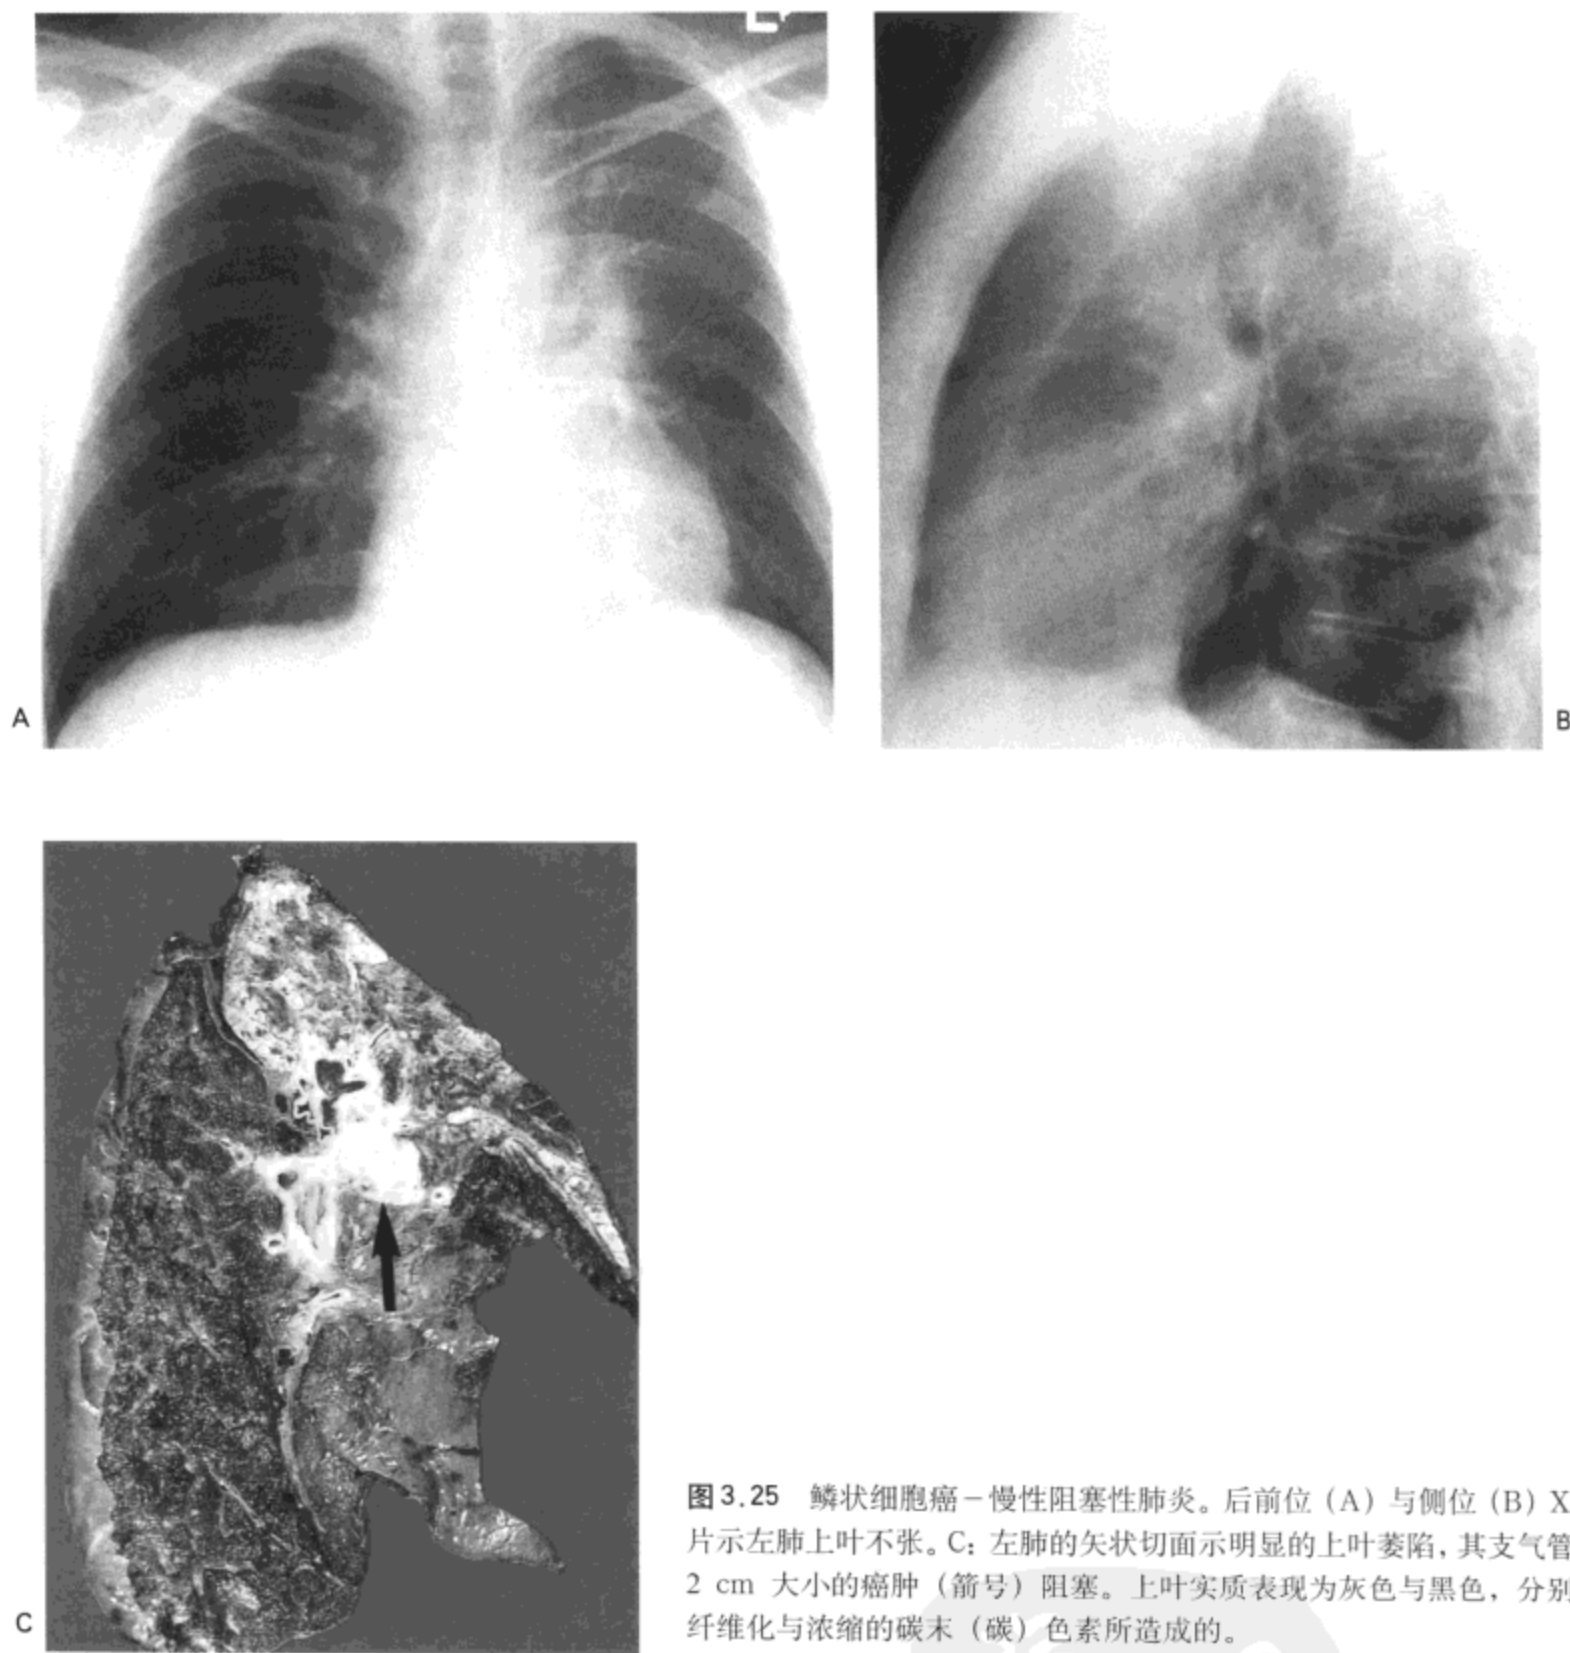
鳞状细胞癌-慢性阻塞性肺炎。后前位(A)与侧位(B)X线胸片示左肺上叶不张。C:左肺的矢状切面示明显的上叶萎陷,其支气管由一2 cm 大小的癌肿(箭号)阻塞。上叶实质表现为灰色与黑色,分别是由纤维化与浓缩的碳末(碳)色素所造成的。
